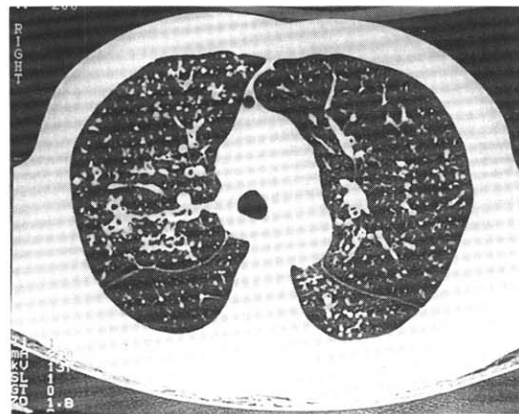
High-resolution CT at initial manifestation, which shows ill-defined small rounded opacities at centrilobular area and branching bronchiolar lesions with bronchiectasis of medium and small sized bronchi.
